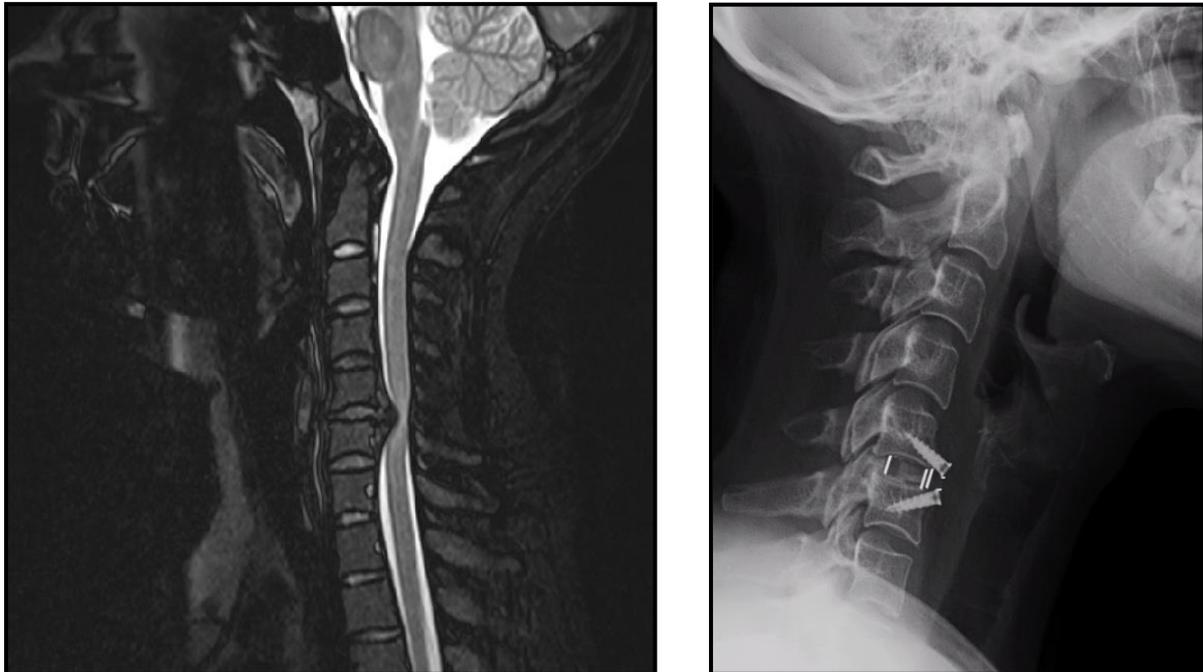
Imagen sagital de resonancia, de hernia discal C5-6 (izda). Control radiológico postoperatorio (dcha.).
